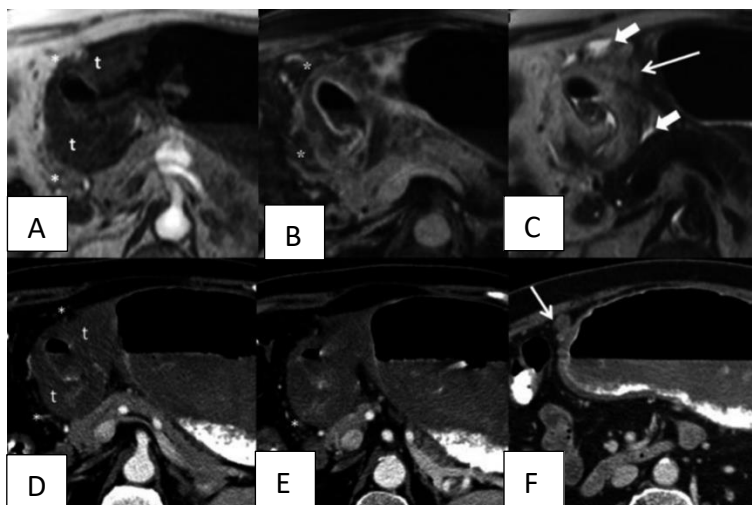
Adenocarcinoma gástrico- Imagens axiais sequenciais de ressonância magnética (A: fase arterial ponderada em T1; B: fase venosa portal ponderada em T1; C: ponderada em T2) e protocolo gástrico de TC (D,E,F). Há uma grande massa circunferencial no antro (t) com realce heterogêneo e estrias de gordura circundantes (\*). Linfadenopatia adjacente (seta fina) e pequena quantidade de líquido peritoneal (cabeças de setas) detectadas na sequência de ressonância magnética ponderada em T2 (C) sugerindo doença peritoneal. A doença peritoneal metastática foi confirmada em laparotomia diagnóstica e histopatologia. Retirado de: HALLINAN, 2013.
